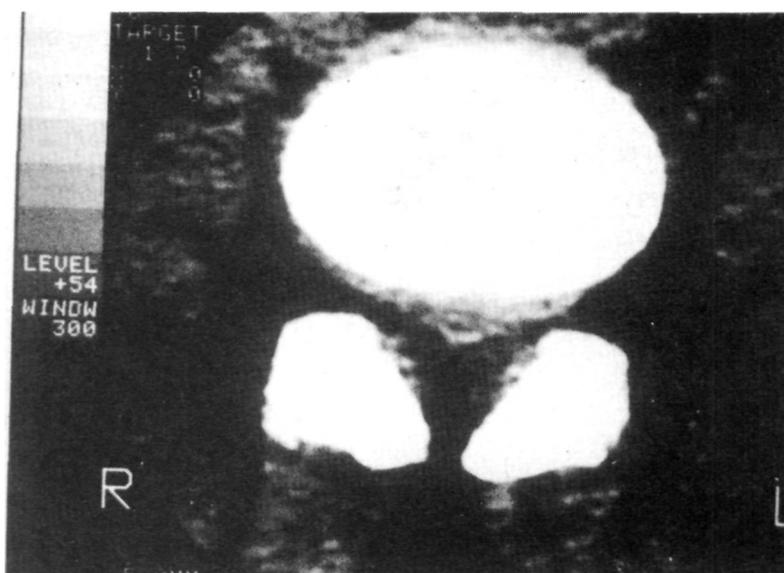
Tomografía Axial Computerizada en el diagnóstico de secuelas de laminectomías. compresión central.
